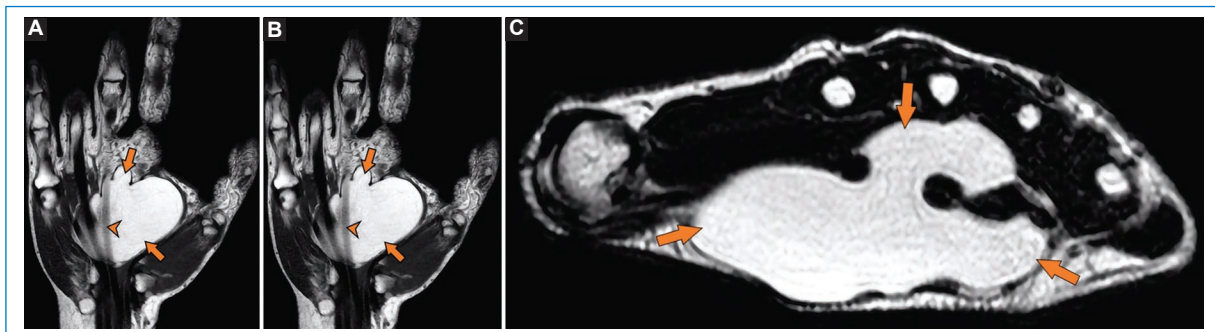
A: imagen de RM plano coronal ponderada en T2 muestra un lipoma típico (flechas) en región palmar central. La masa se encuentra entre los tendones flexores y la aponeurosis palmar. B: RM plano coronal potenciada en T2 con saturación de la grasa confirma lesión grasa, sin componente no adiposo. C: secuencia potenciada en T2 de RM de muñeca, plano axial. Se señala con flechas el lipoma en región palmar entre los tendones flexores.
